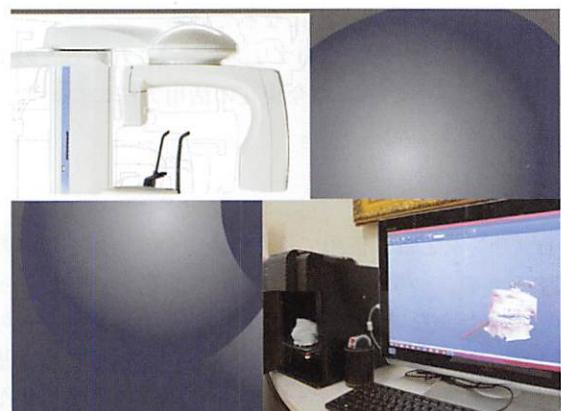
CTのDAICOMデーターをSTLデーターに変換
